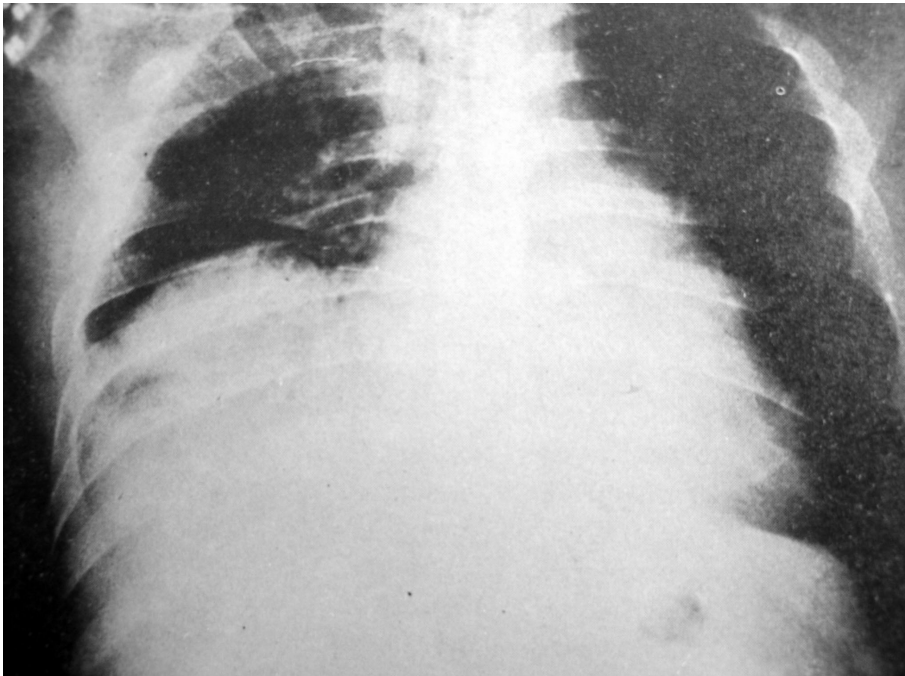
Radiografia de tórax. Nota-se elevação acentuada da cúpula diafragmática direita.
